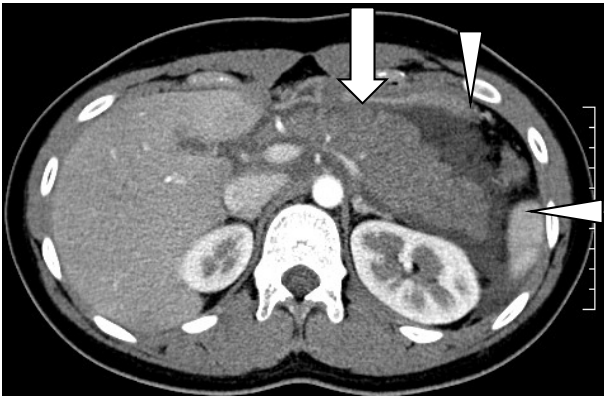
造影CT検査の動脈相 膵周囲の低吸収域は左前腎傍腔におよぶ(矢頭)。
